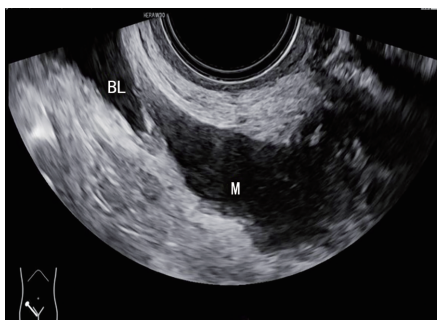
输尿管占位二维超声图像(BL:膀胱; M:占位)
